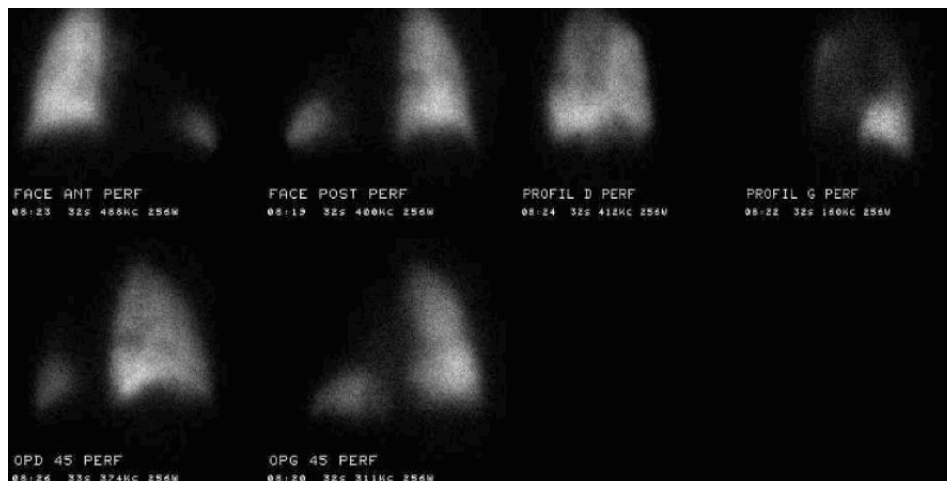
Exemple de scintigraphie pulmonaire de perfusion avec fonctions séparées.
